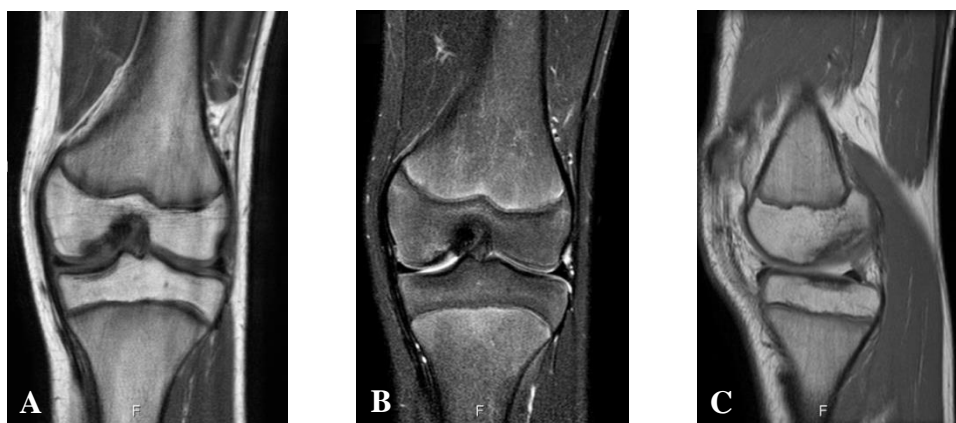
Ressonância magnética nuclear do joelho esquerdo (28/02/2013)*. A – corte coronal em ponderação T1. B – corte coronal em ponderação T2. C – corte sagital em ponderação DP. Área justa-centimétrica de alteração de sinal do osso subcondral na vertente externa do côndilo femoral interno, sem outras alterações associadas, com superfície articular regular e espessura cartilágnea preservada. Ligeira irregularidade subcondral no côndilo femoral externo, igualmente com respectiva superfície articular regular e com cartilagem preservada. Sem outras alterações (*imagens provenientes do Serviço de Ortopedia do CHLN, NSC 512481*)
